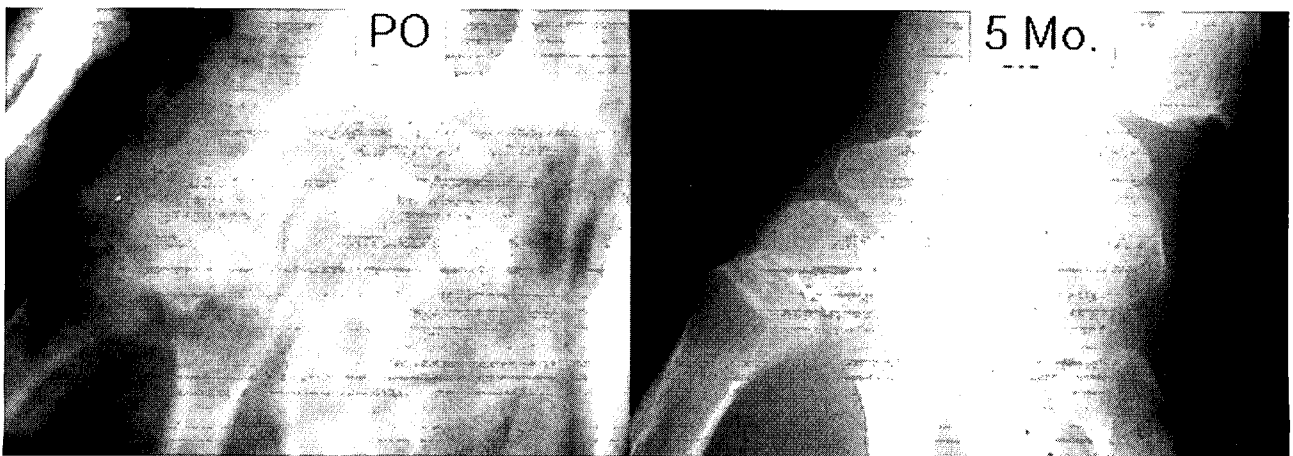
Radiographs at operation (PO) and at 5 months (5 Mo.).
